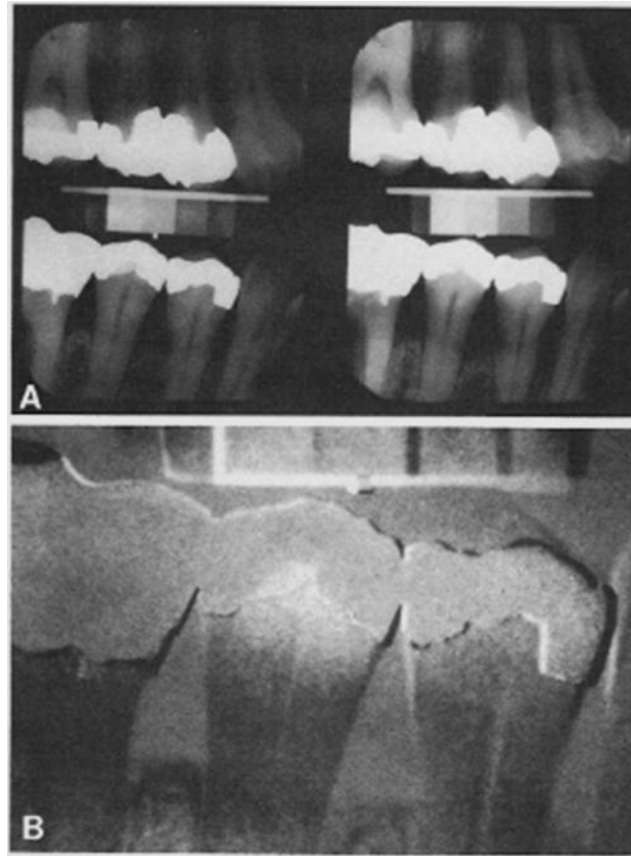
A. Radiografías estandarizadas. Radiografía izquierda antes del tratamiento y la de la derecha fue tomada 15 meses más tarde, después de que el paciente había completado todas las fases del tratamiento, incluyendo la cirugía. B. La imagen se sustrae de las radiografías mostradas en 3A del cuadrante inferior derecho. Hay una pérdida de la cresta alveolar entre el segundo premolar y el primer molar, aparece un área de color negro. Este fue un sitio en el que se observó más de 9 mm^2 de pérdida ósea.¹¹
